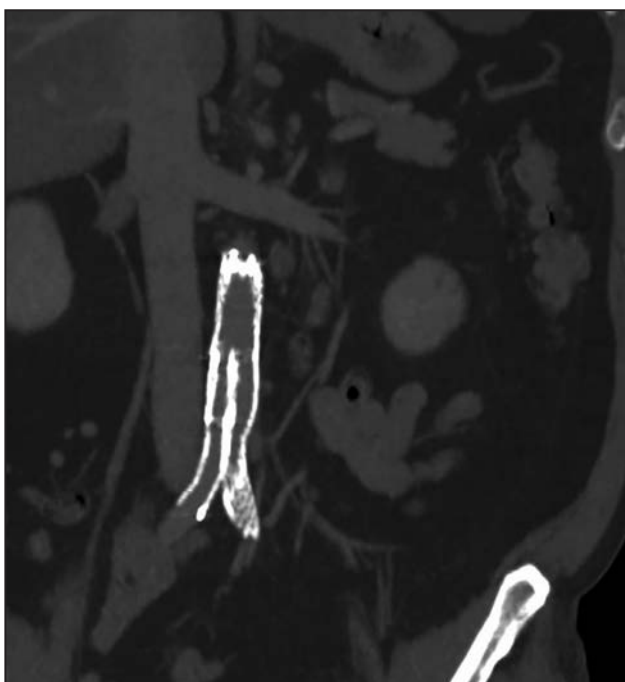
Компьютерная томограмма после операции. Визуализируется бифуркационный эндопротез аорты.
